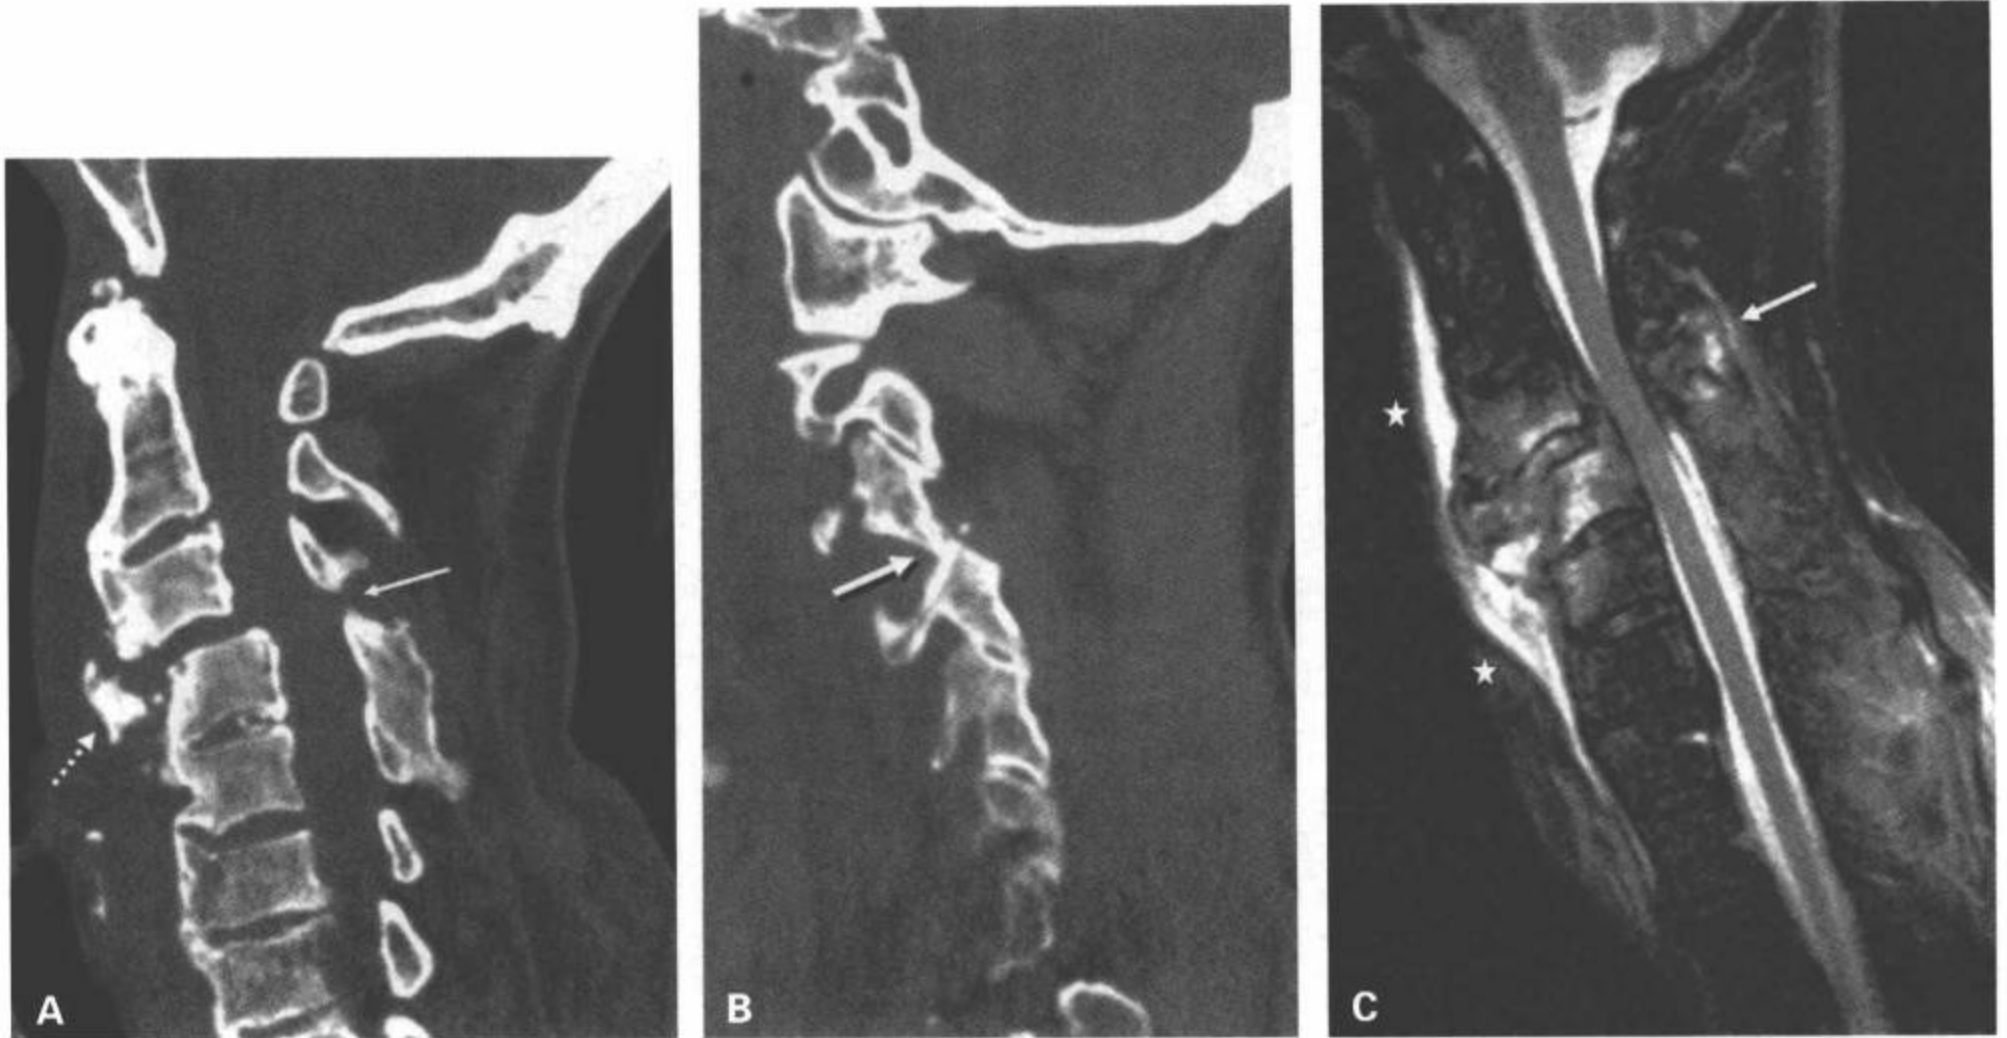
50 岁病人，先前有弥漫性特发性骨肥厚症，微弱的创伤就导致了严重的骨折。A：CT 多平面重组矢状面图像显示 C3 在 C4 上的创伤后半脱位，棘突间距增宽（箭），可见一个向前的巨大碎片性骨突（点线）。注意其他部位可见广泛性骨桥形成。B：CT 多平面重组矢状面图像显示伴发的单侧椎小关节脱位。C：矢状面 T2 加权 MRI 显示广泛的椎前水肿（星号），C3 及 C4 椎体内的骨髓水肿，后韧带复合体受损（箭）。有少量背部硬膜外积液。注意脊髓无损伤。
